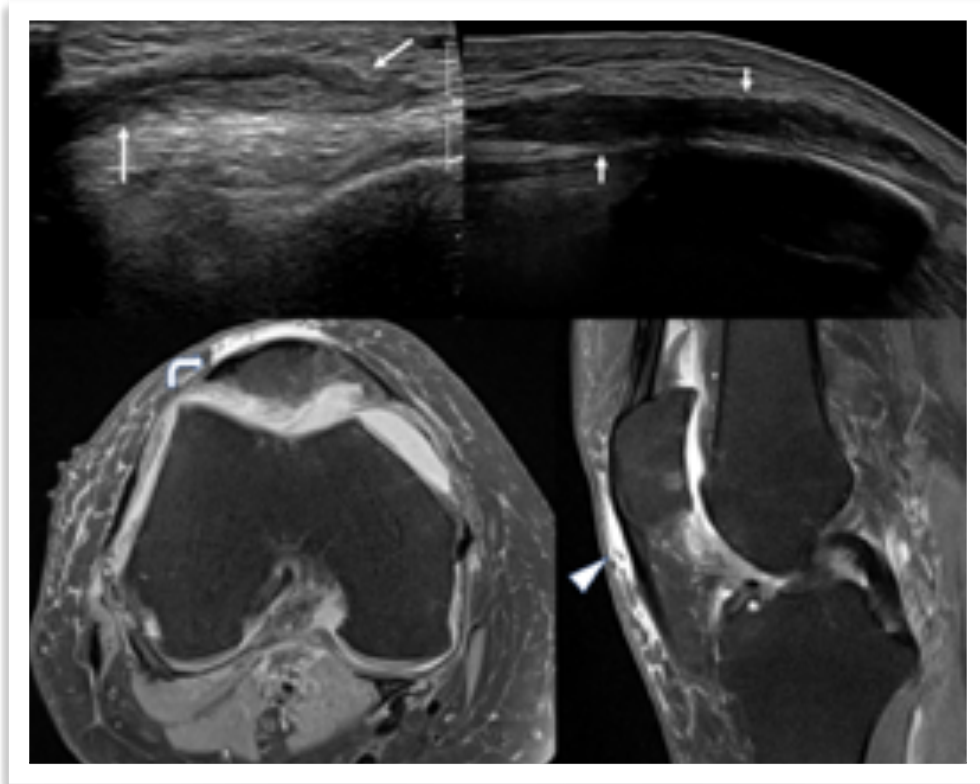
Bursitis prepatelar: En Ultrasonido aumento de volumen y distensión líquida de la bursa prepatelar (flechas rectas). En RM aumento de señal y distensión líquida de la bursa prepatelar en plano axial (flecha curva) y sagital (cabeza de flecha).
